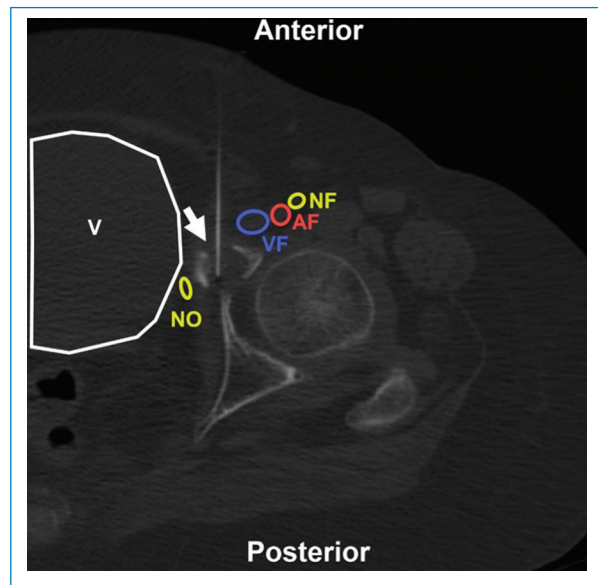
Mujer de 74 años en estudio por fractura patológica acetabular izquierda. BP con abordaje directo anterior (flecha) bajo TC. Estructuras a evitar: AF: arteria femoral; VF: vena femoral; NF: nervio femoral; NO: nervio obturador; V: vejiga. Aguja utilizada: Franseen 20 G. Diagnóstico final: cambios reparativos y elementos correspondientes a quiste óseo simple.
